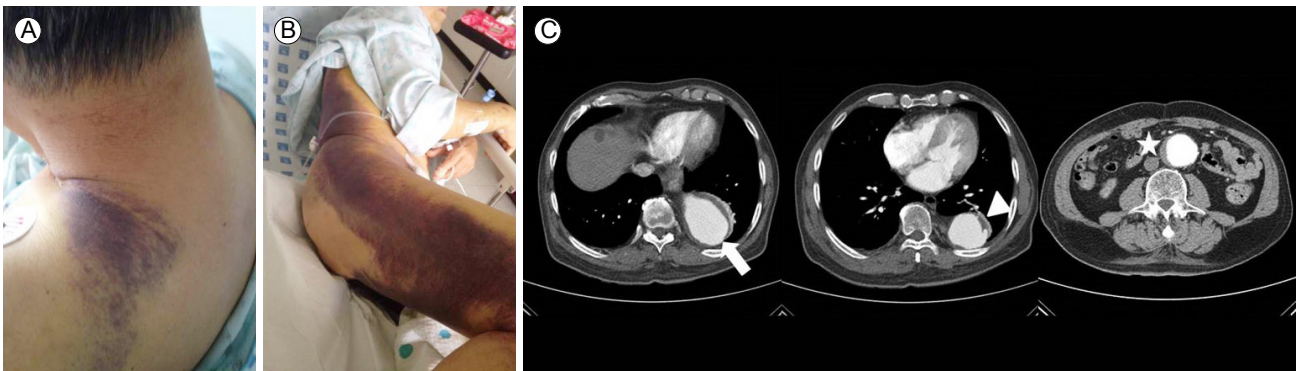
(A, B) The patient had an aggravated broad hematoma on his back and bruises on a hip, thigh, and shoulder. (C) Computed tomography (CT) scan shows aggravated findings compared to the previous CT of the aorta, including an enlarged thoracic aortic aneurysm TAA (6.0 cm; arrow) with a penetrating ulcer (arrowhead) and a mural thrombus and enlarged abdominal aortic aneurysm (AAA) (5.4 cm; star). TAA, thoracic aortic aneurysm.
